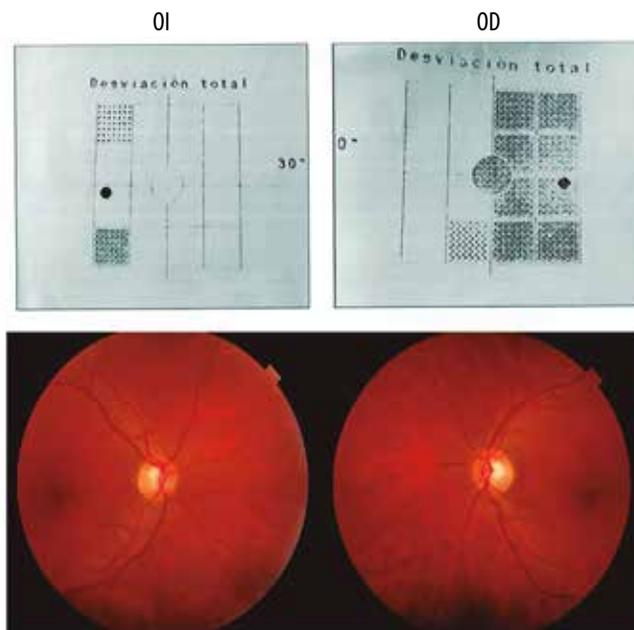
Tomografía de doble frecuencia (FDT) de primera consulta donde se evidencia hemianopsia temporal en OD y disminución de la sensibilidad temporal en OI. Retinografías color con discreta palidez temporal de los discos ópticos.
